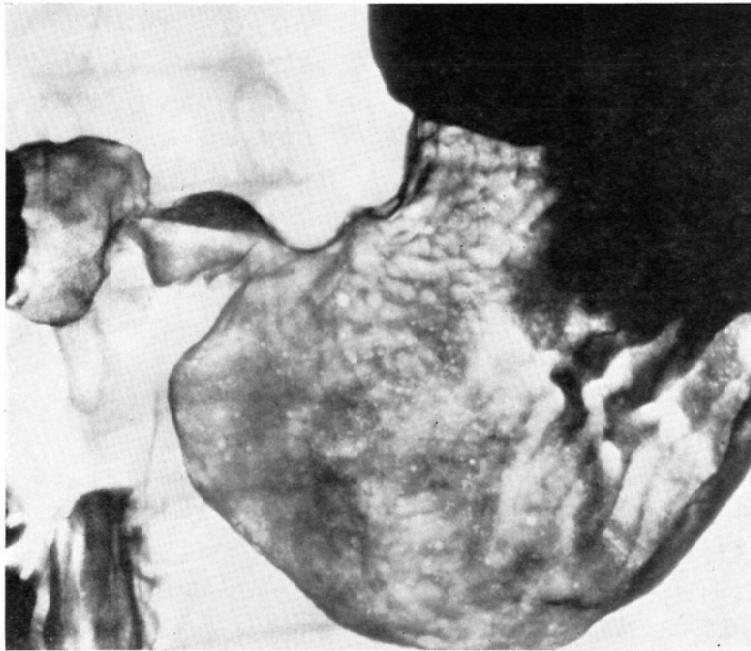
Double contrast radiograph of peptic ulcer, Case 6.
